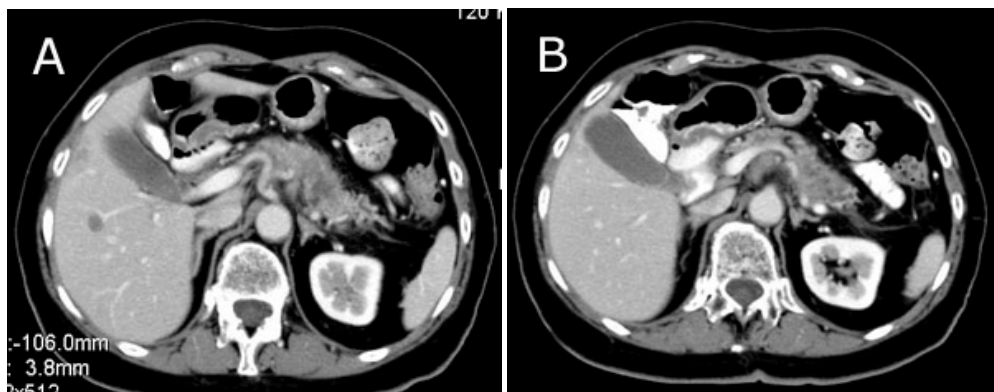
A- TAC de abdomen con contraste intravenoso. Lesión hipodensa de aspecto infiltrante que ensancha la cola del páncreas. En el hígado se observa una lesión focal hipodensa que corresponde a una metástasis. B- TAC de abdomen con contraste intravenoso. Parte de la masa tumoral infiltra y engloba parcialmente a la arteria esplénica. Los cánceres de la cola del páncreas son clínicamente silenciosos y al momento del diagnóstico ya tienen metástasis o signos de irresecabilidad como lo es la infiltración de la arteria esplénica.
